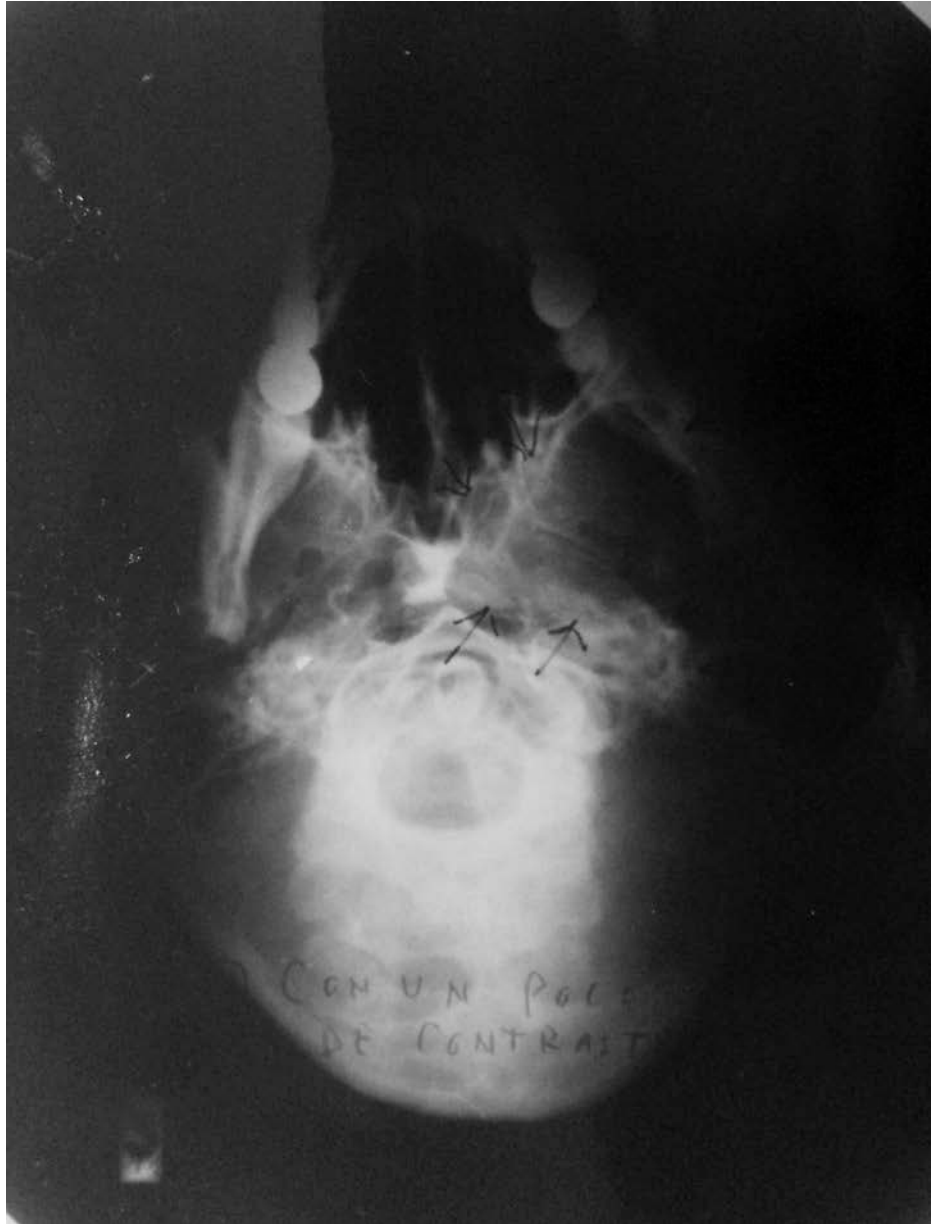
Adenoma pleomorfo. Radiografía simple. Las flechas negras muestran ocupación de la fosa pterigomaxilar.⁴¹
